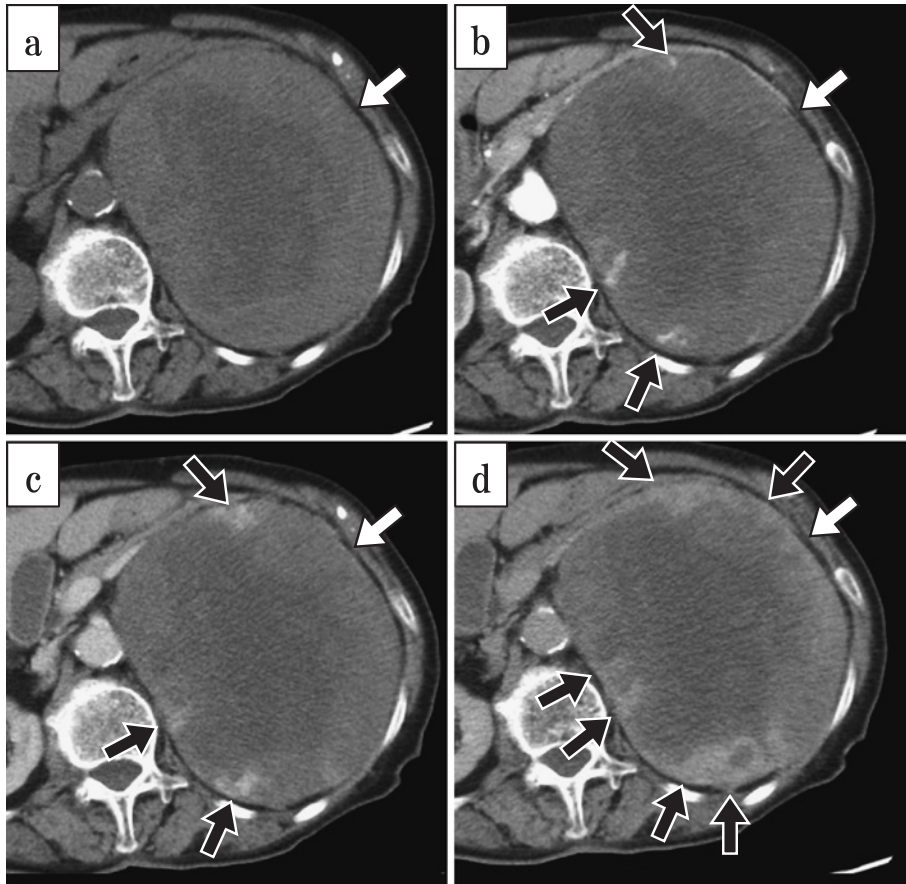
造影CT：(a) 単純, (b) 早期相, (c) 門脈相, (d) 平衡相
